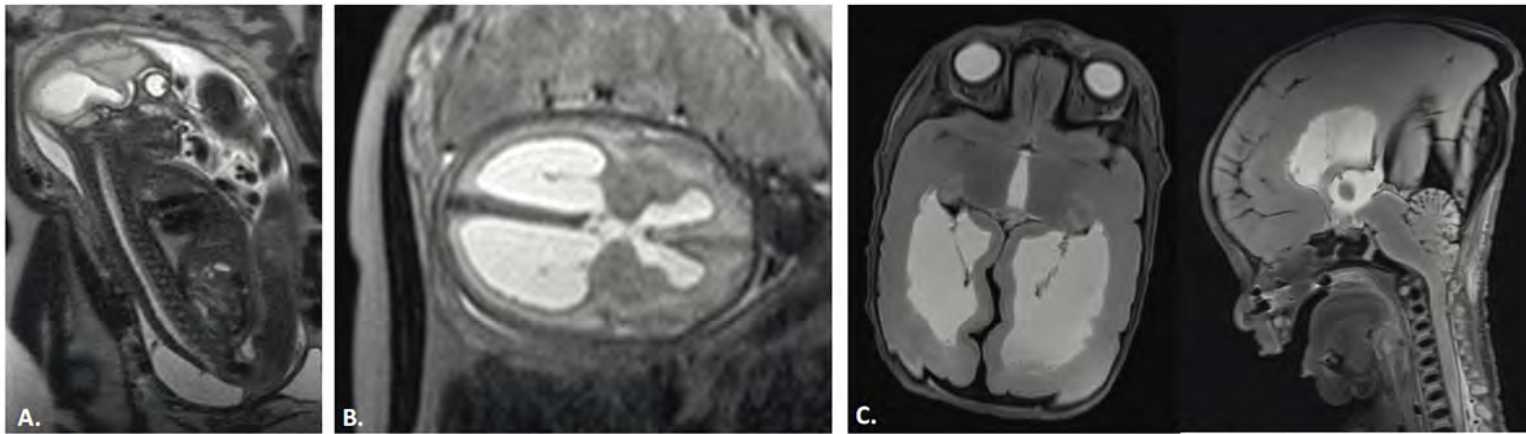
Images d'IRM anténatale. A. Fœtus de 30 SA avec une MMC sacrée. B. Même fœtus, ventriculomégalie. C. IRM utilisée pour l'autopsie d'un fœtus de 33 SA : ventriculomégalie avec foyer d'hétérotopie dans les parois ventriculaires et Chiari II. Autorisation du Pr F. Claus, département d'imagerie médicale, UZ Leuven.
